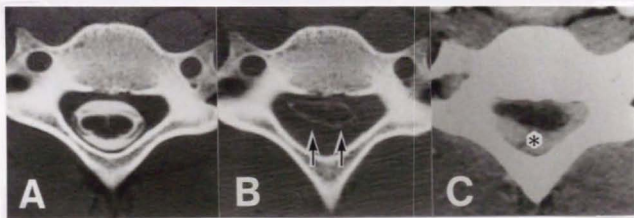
本研究症例の脊髓造影後 CT (A,B) と前屈位 enhanced CT (C) (症例 9、いずれも C6 レベル). 中間位の脊髓造影後 CT(A) では左右差のあるわずかな脊髓萎縮を呈し、前屈位の脊髓造影後 CT (B) にて脊髓・硬膜後壁の前方移動 (矢印) による硬膜下腔の著明な縮小と脊髓変形を認める. 前屈位造影 CT(C) では硬膜後方の硬膜外腔 (\*) に硬膜外静脈叢のうっ血を示す増強効果を認める. いずれも背臥位で撮影.
